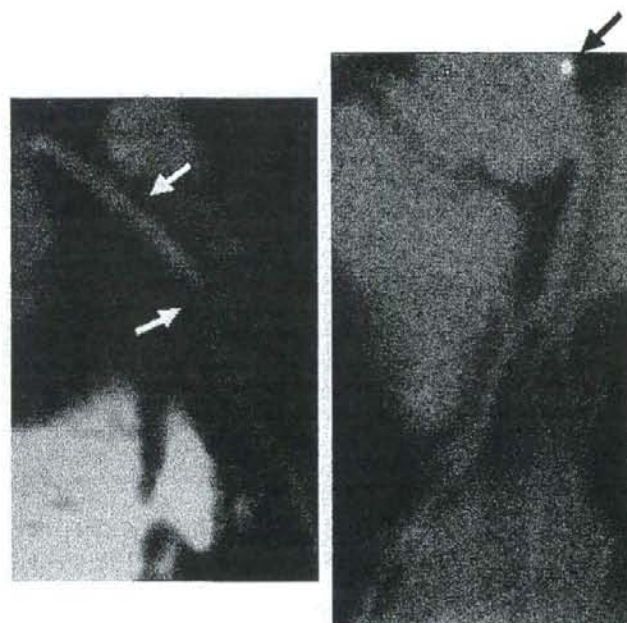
The findings of 16-slice multidetector-row computed tomography. Left, Intimal thickening is present at segment 6 of the left anterior ascending artery in multiplanar reconstruction imaging. Right, a small area of calcification in the aorta close to orifice of the left coronary artery is present.
